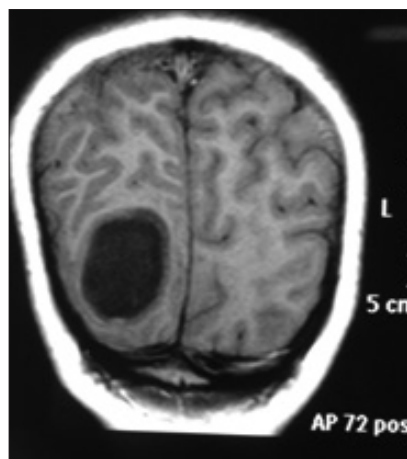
RMN coronal T1: quiste occipital derecho con paredes gruesas de mayor intensidad
